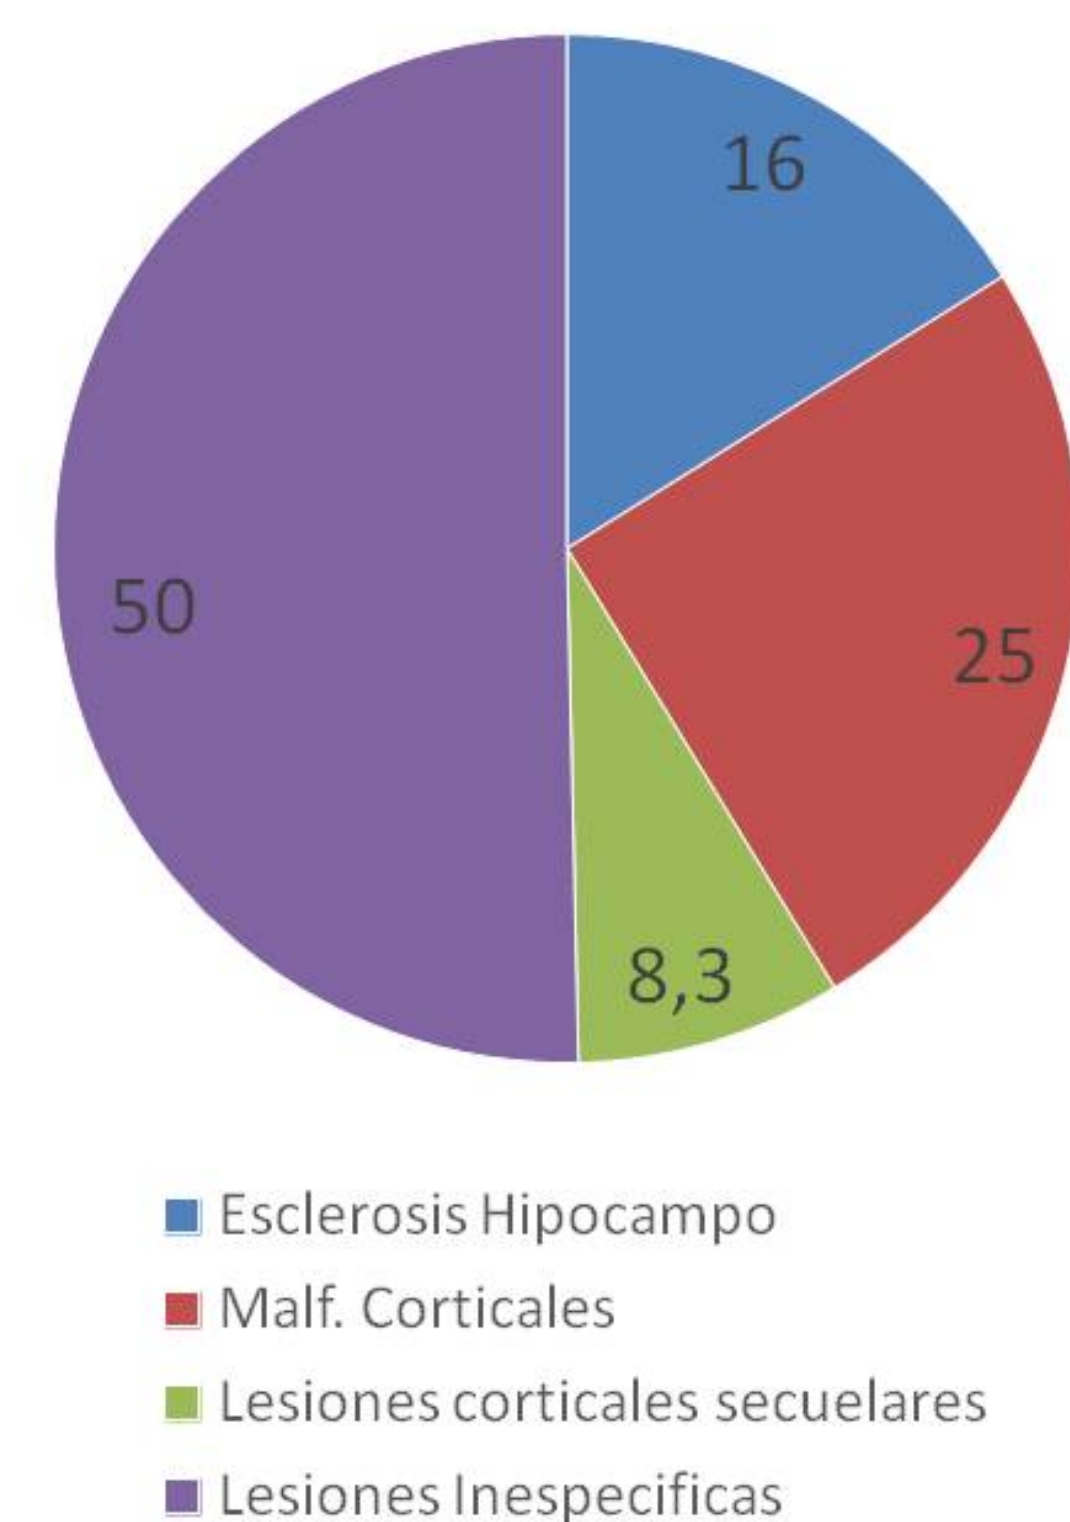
Patologías (en porcentaje) encontradas en RM 3T, no reconocidas en estudios previos de RM de 1.5T o donde no se utilizaron protocolos dedicados de neuroimágenes en epilepsia.
